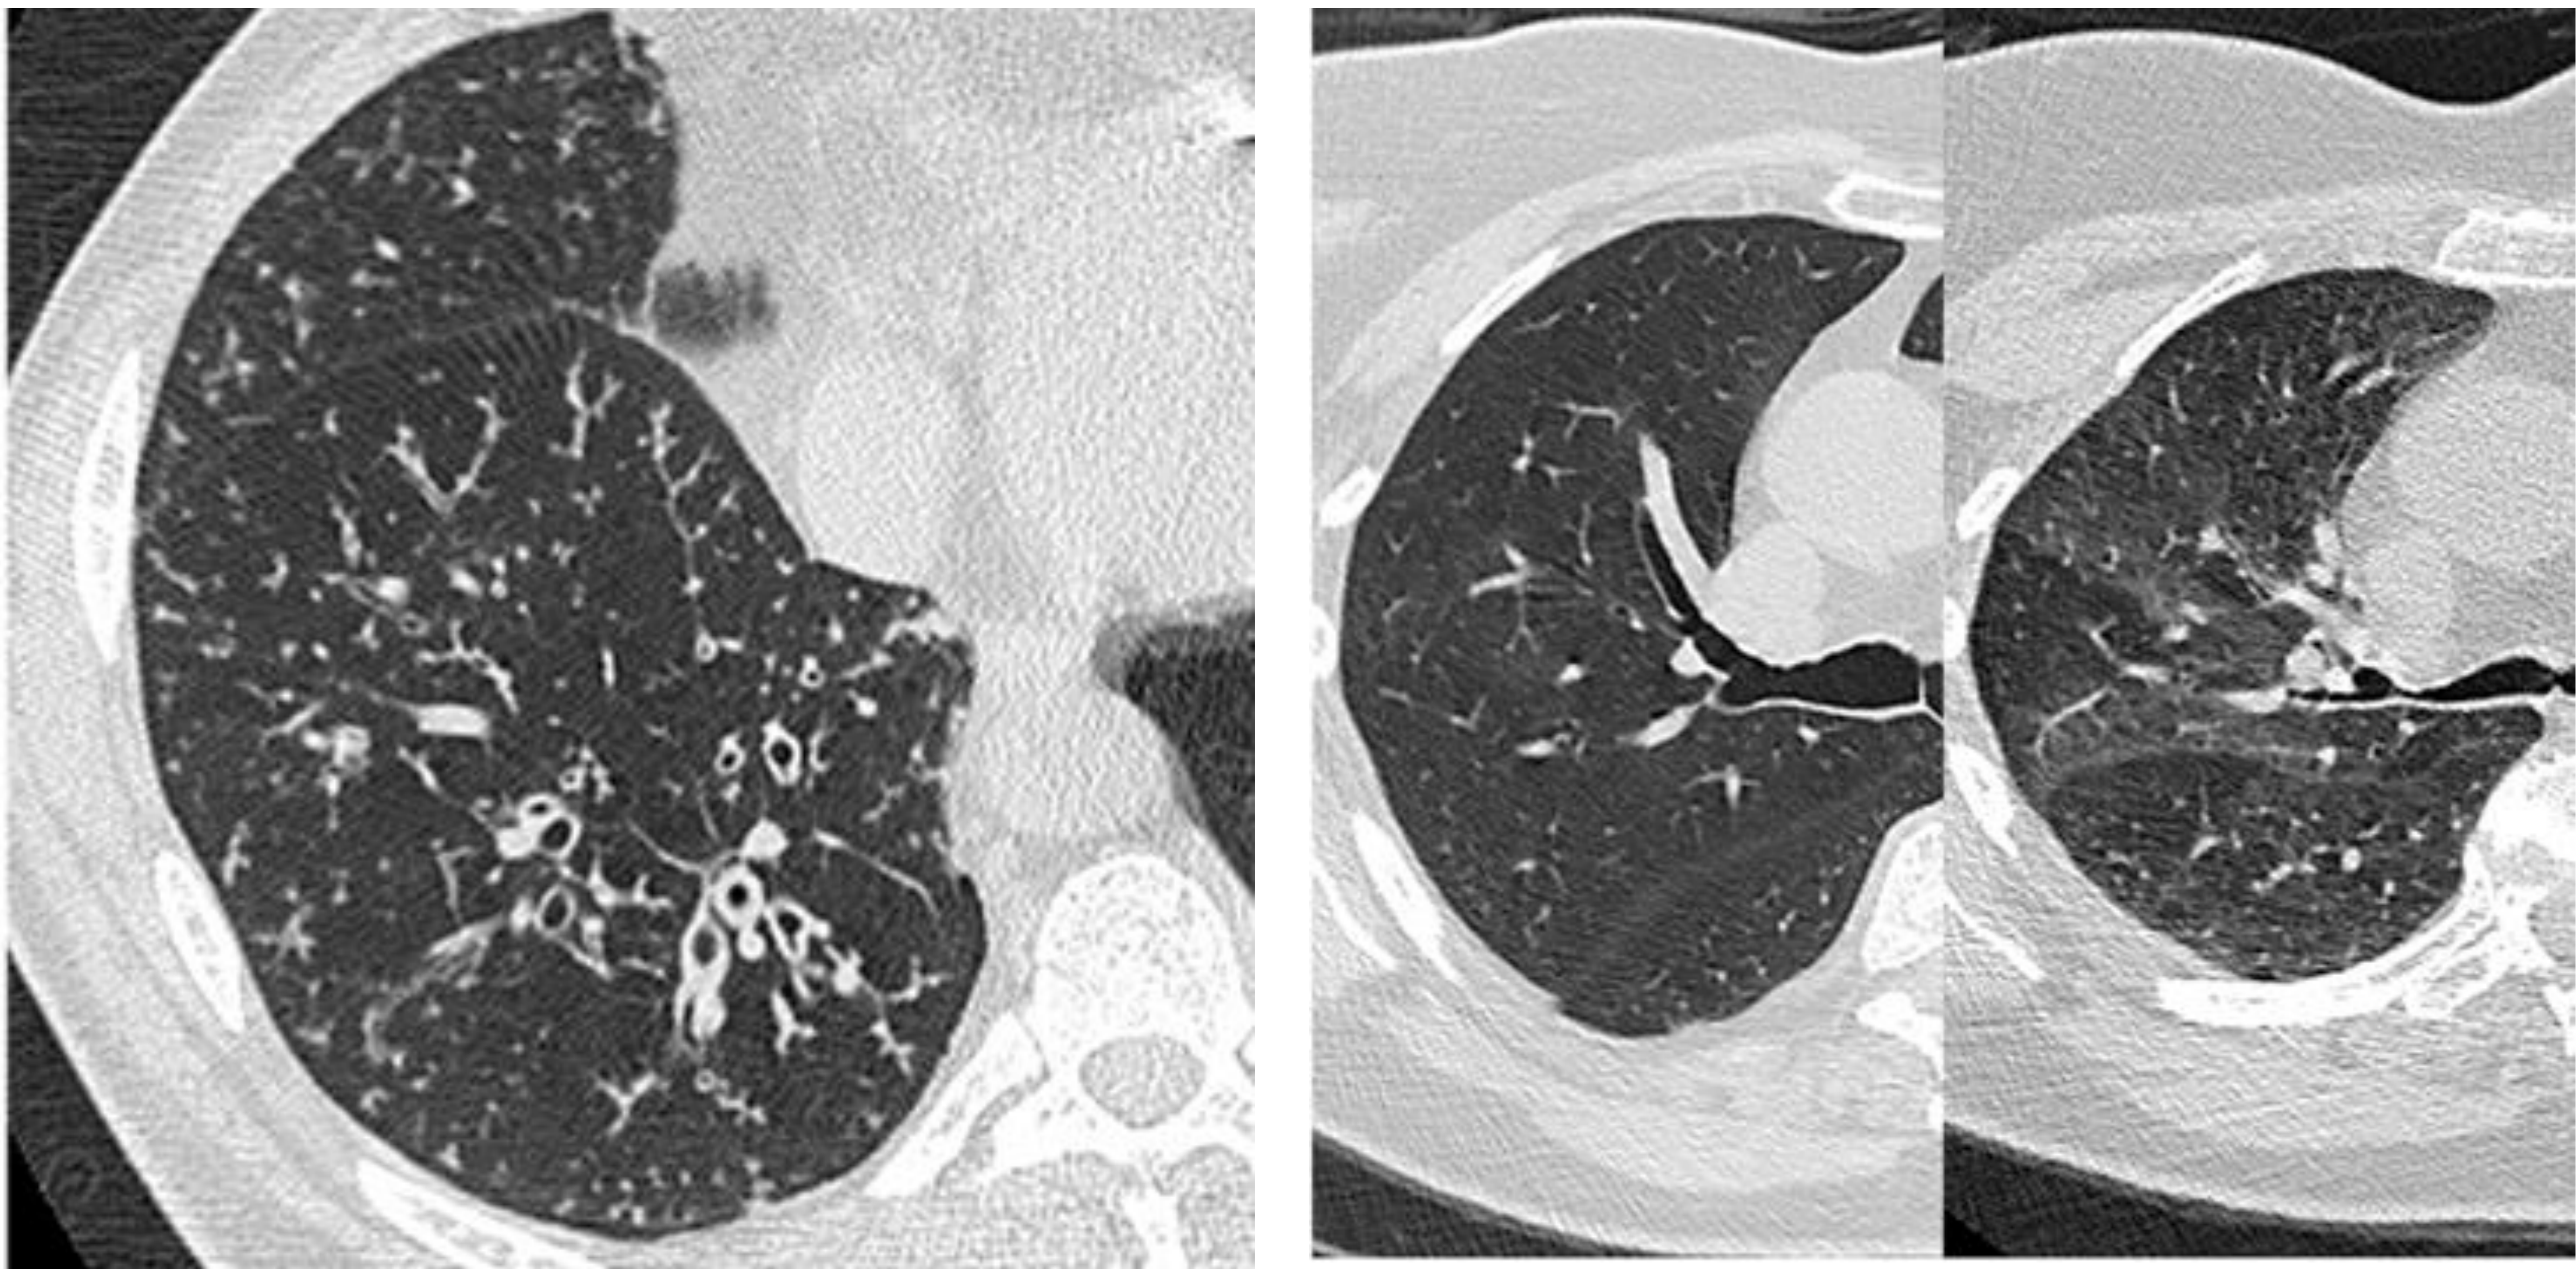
Winningham PJ, Martínez-Jiménez S, Rosado-de-christenson ML, Betancourt SL, Restrepo CS. Bronchiolitis: a practical approach for the general radiologist. RadioGraphics 2017;37:777-94. DOI: 10.1148/rg.2017160131
